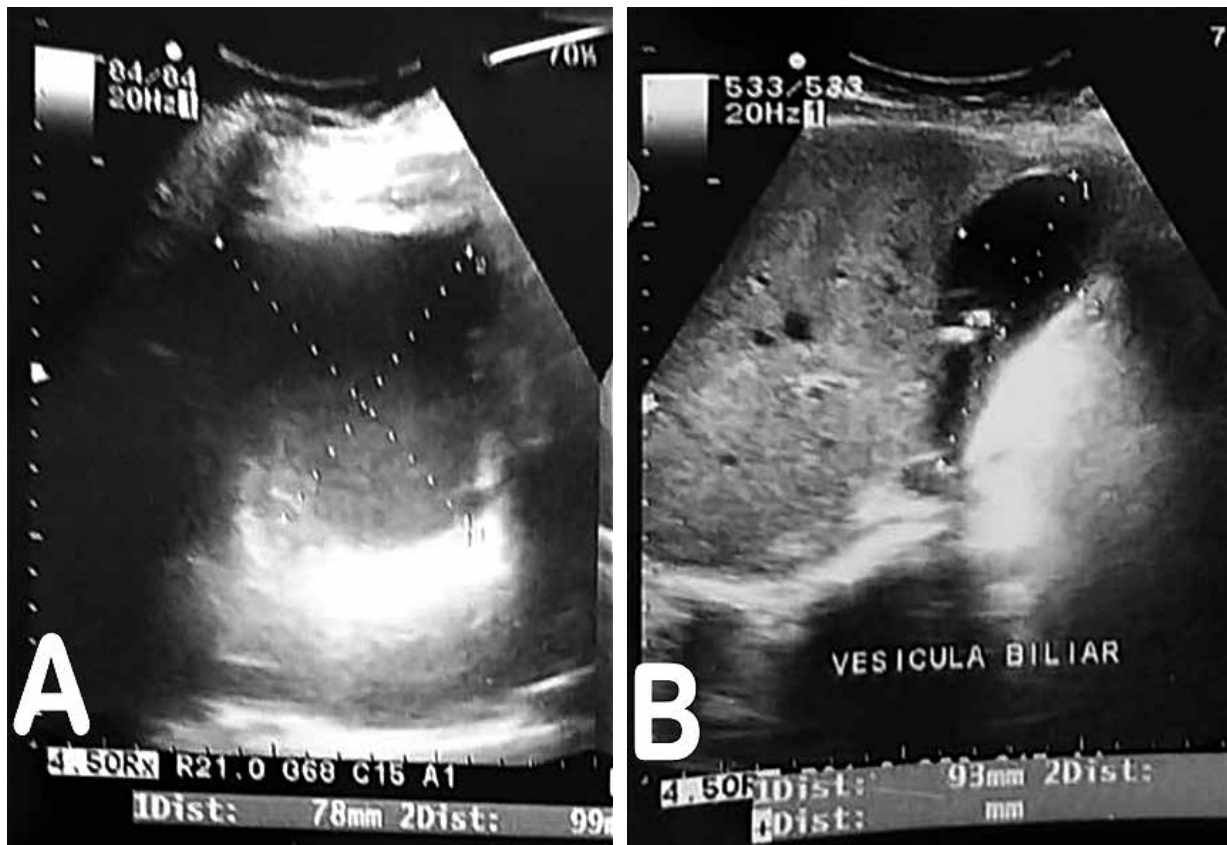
Ecografía abdominal. A) Pseudoquiste pancreático: páncreas ocupado por imagen anecogénica ovalada de contornos definidos con escaso contenido denso en zonas de declive, de 110x78x99mm; con un volumen de 441cc. B) Colelitiasis.
